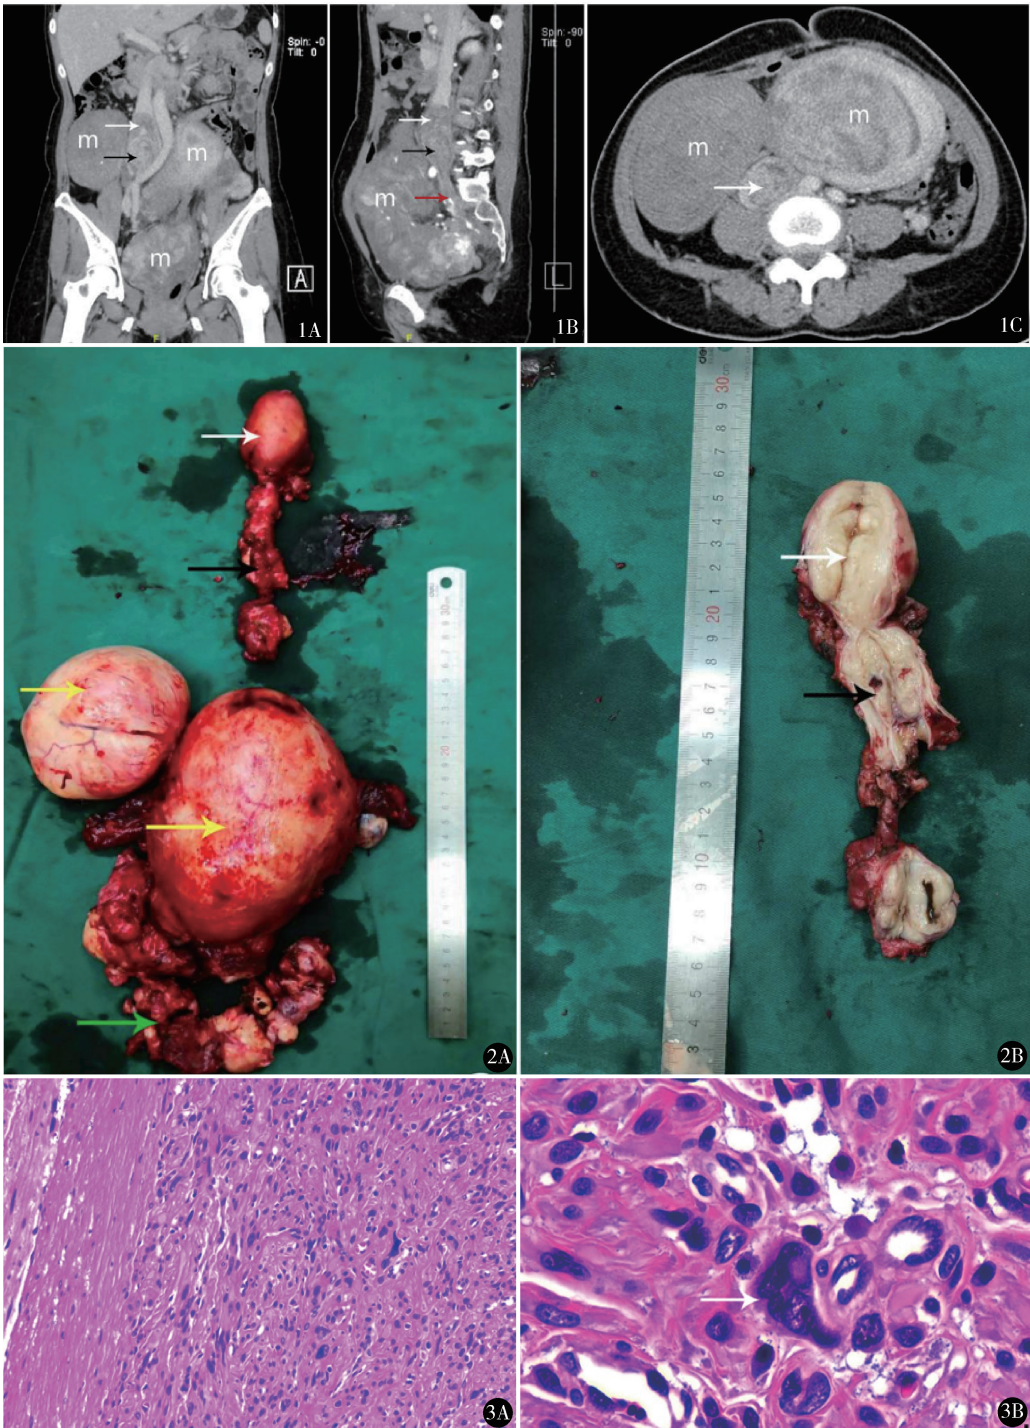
术前下腔静脉 CT 三维成像评估 A. 冠状面;B. 矢状面;C. 横切面。白色箭头为下腔静脉内病灶,黑色箭头为右侧髂总静脉内病灶,红色箭头为右侧髂内静脉内病灶,m 为子宫肌瘤病灶 图 2 术后标本及剖视 A. 术后标本(完整);B. 术后标本(剖视)。白色箭头为下腔静脉平滑肌瘤病灶,黑色箭头为右侧髂总静脉、右侧髂内静脉平滑肌瘤病灶,黄色箭头为子宫肌瘤病灶,绿色箭头为分碎的盆腔平滑肌瘤病灶 图 3 显微镜下见细胞丰富,伴奇异核,核分裂像罕见,诊断静脉内平滑肌瘤病(HE 染色 A. $\times 100$;B. $\times 400$)
